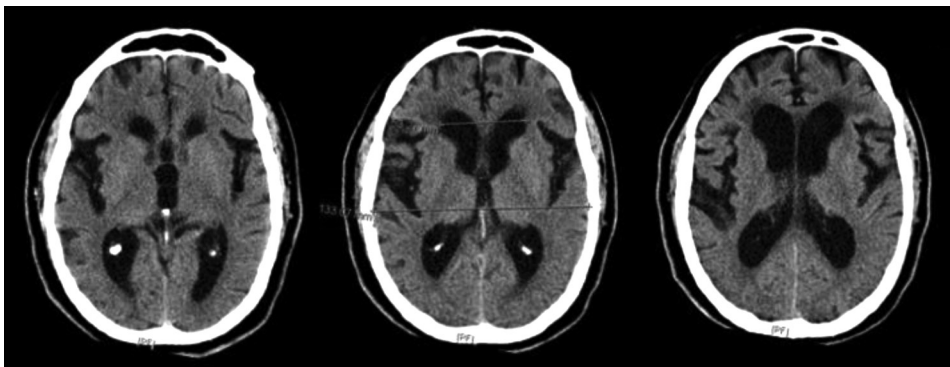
TC craneal de un paciente con HPN (índice de Evans = línea 1/línea 2).
